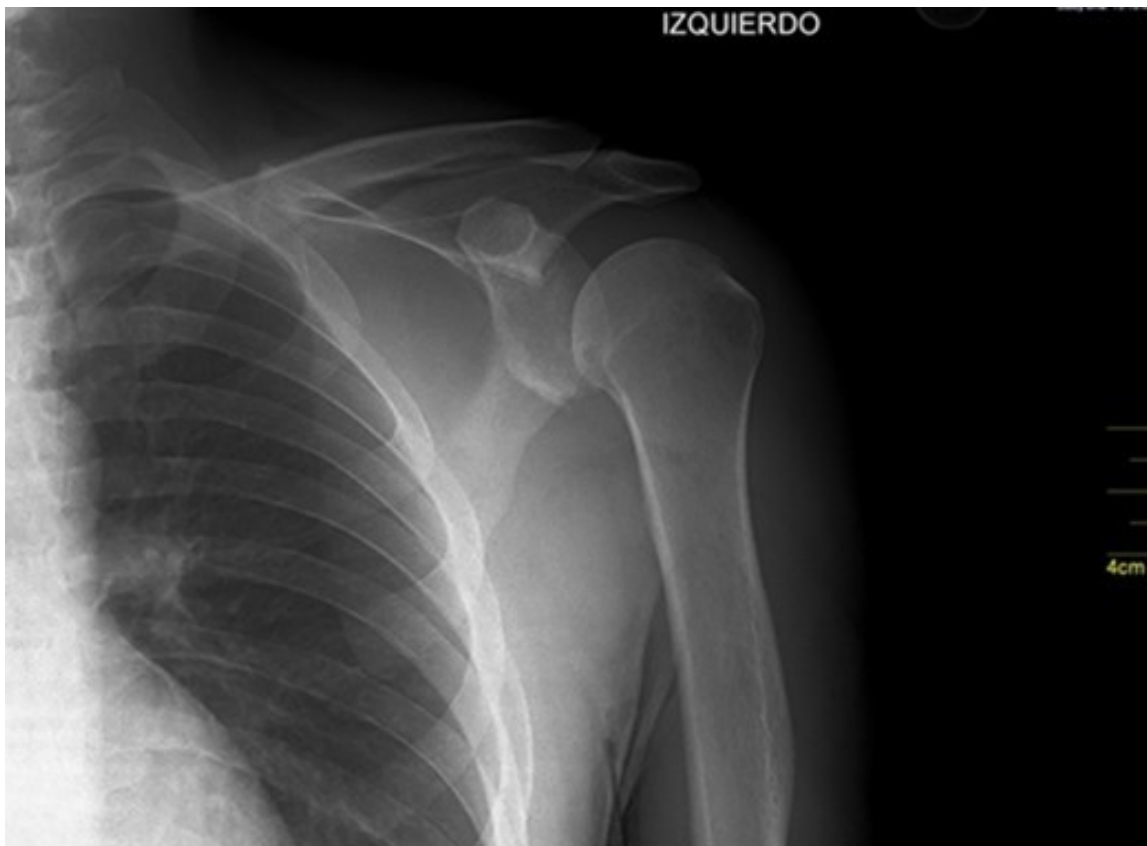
Radiografía en proyección anteroposterior del hombro izquierdo en paciente con inestabilidad glenohumeral, donde aparentemente no existe lesión del reborde glenoideo anterior.
